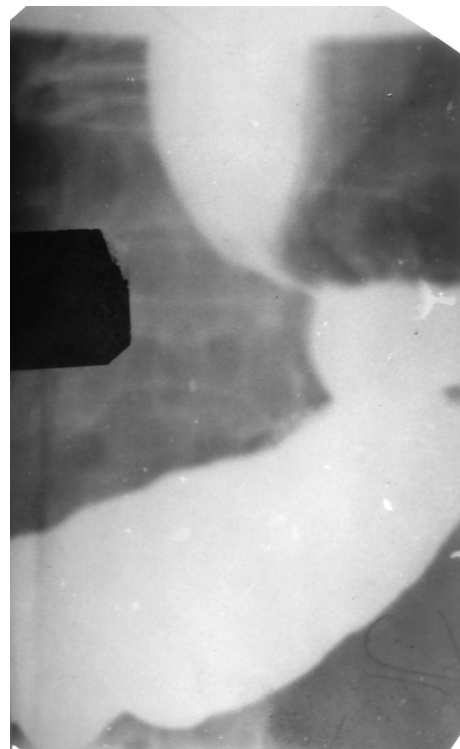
Обзорная рентгенограмма нижней трети пищевода и желудка (прямая проекция — вертикально)
